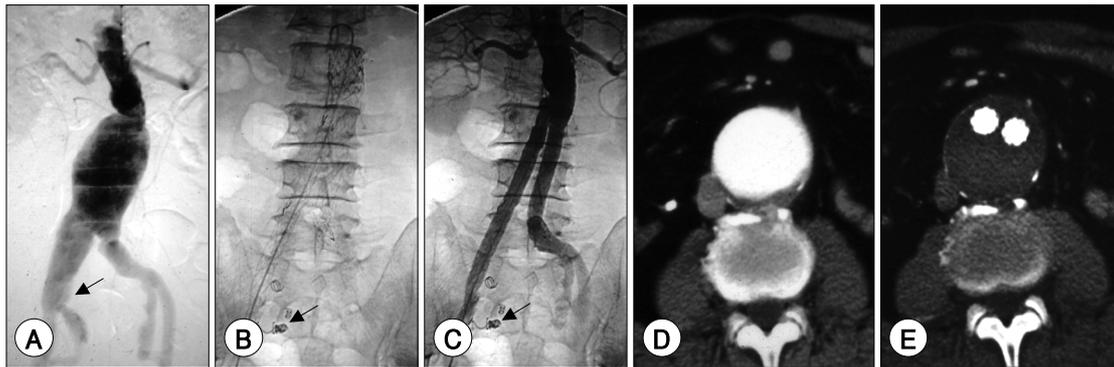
The 72 years old male had endoluminal stent-graft insertion for fusiform aortic aneurysm extended to right internal iliac artery. A : the angiogram of abdominal aorta shows huge infrarenal aortic aneurysm which extended to right internal iliac artery (arrow). B : the fluoscopy showed stent graft positioned in abdominal aorta and coil was inserted at right internal iliac artery (arrow). C : the angiogram shows the stent positioned from infrarenal aorta to the both common iliac arteries. And aneurysm was completely excluded. Right iliac artery was obstructed with coil embolization (arrow). D : the computer tomography shows huge aneurysm at the bifurcation of common iliac artery. E : after stent-graft insertion, the aneurysm was completely excluded and aneurysm was filled with thrombosis.
